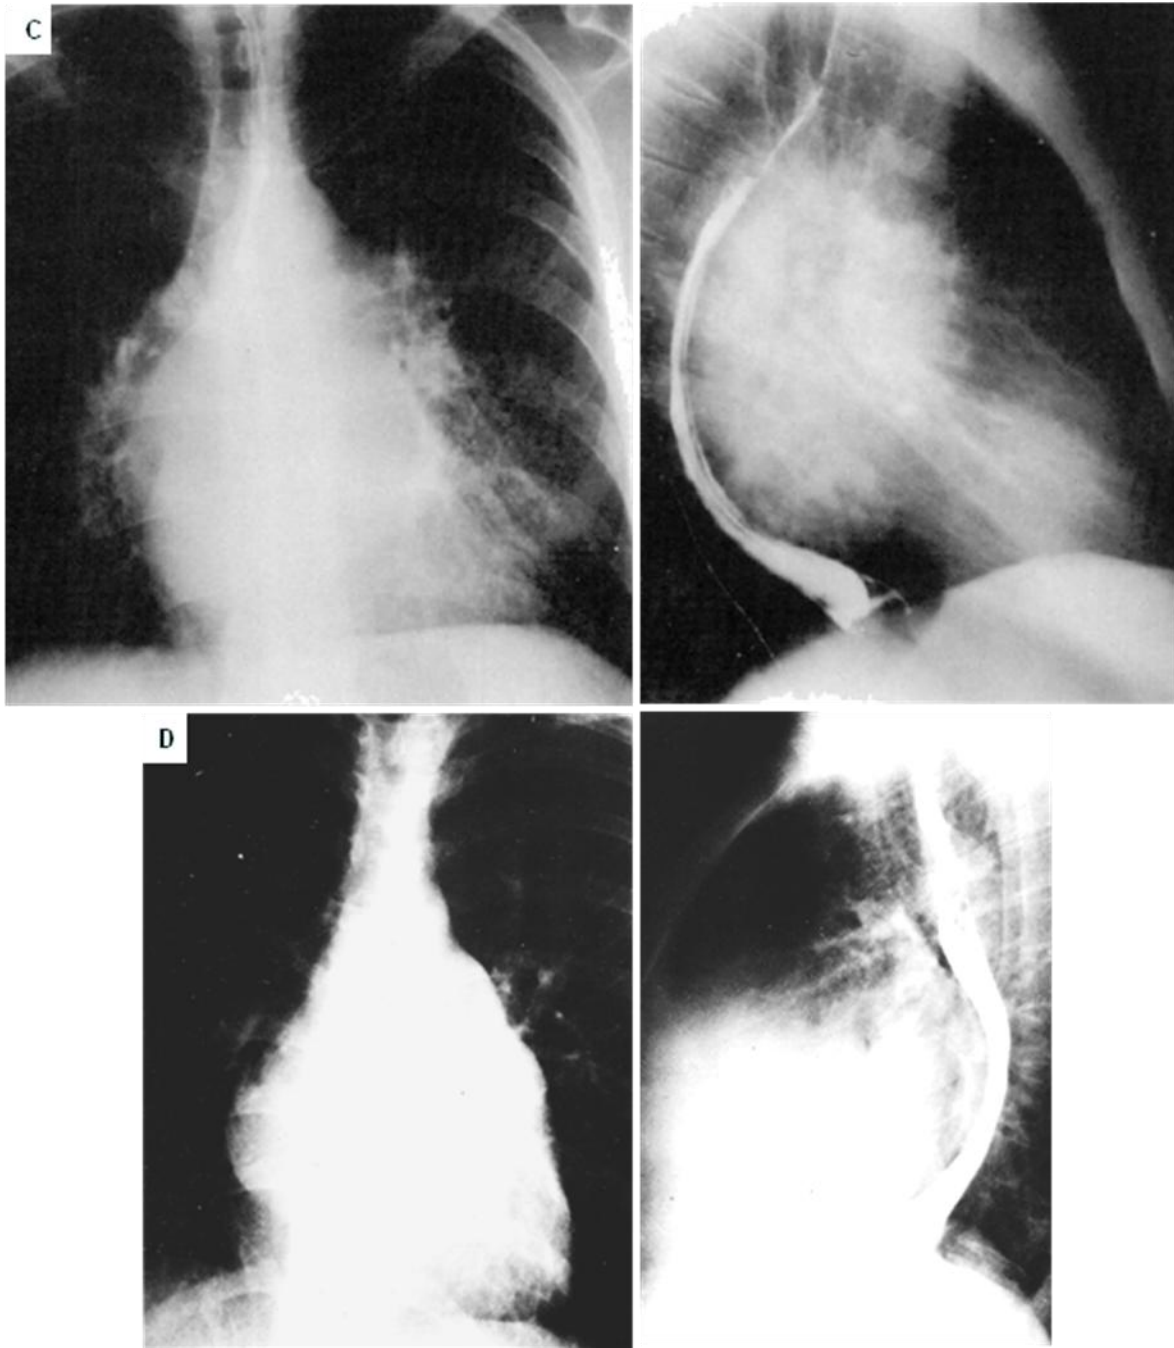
80. C. Radiografía frontal y lateral de tórax con trago de bario, paciente con cardiopatía reumática y aumento del tamaño de la aurícula izquierda. D. Radiografía frontal y lateral de tórax, doble contorno cardiaco derecho formado por la aurícula izquierda, la orejuela izquierda también es de mayor tamaño (signo del tercer mogul), la aorta descendente esta desviada a la izquierda, el cono de la arteria pulmonar es prominente y hay dilatación de las arterias de los lóbulos superiores. La vista lateral con trago de bario muestra desplazamiento posterior del esófago por la aurícula izquierda.
